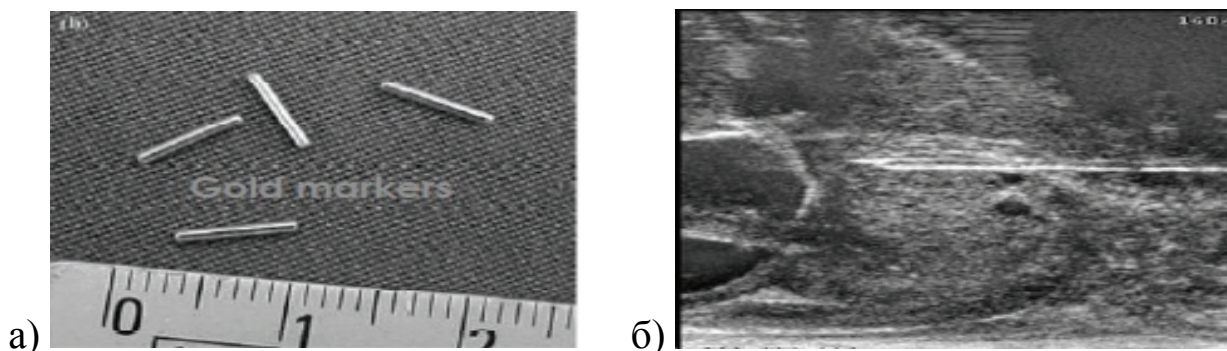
Имплантация рентгенконтрастных золотых маркёров в ткань предстательной железы:
